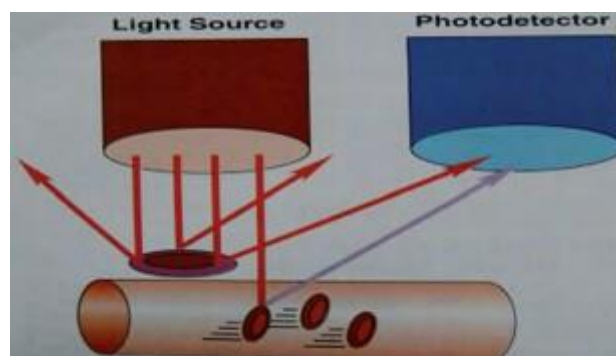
principe de la fluxmétrie laser Doppler
